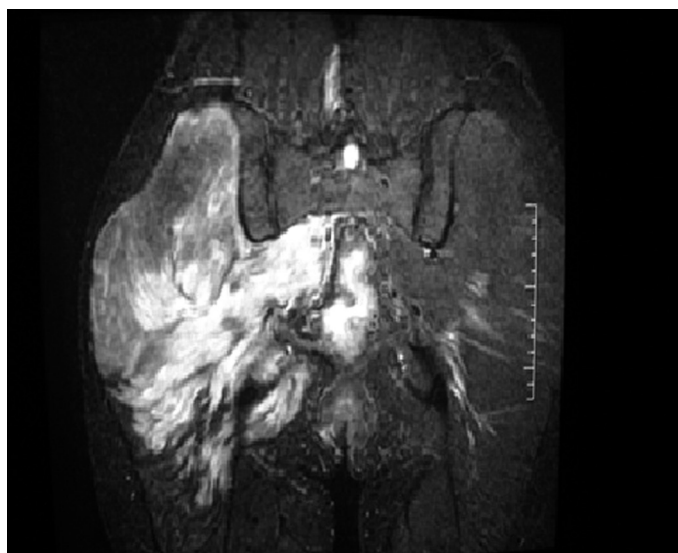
RMN de región glútea derecha. Imagen hiperintensa en T2 que destaca la presencia de fenómenos inflamatorios/edema compatibles con miositis.
